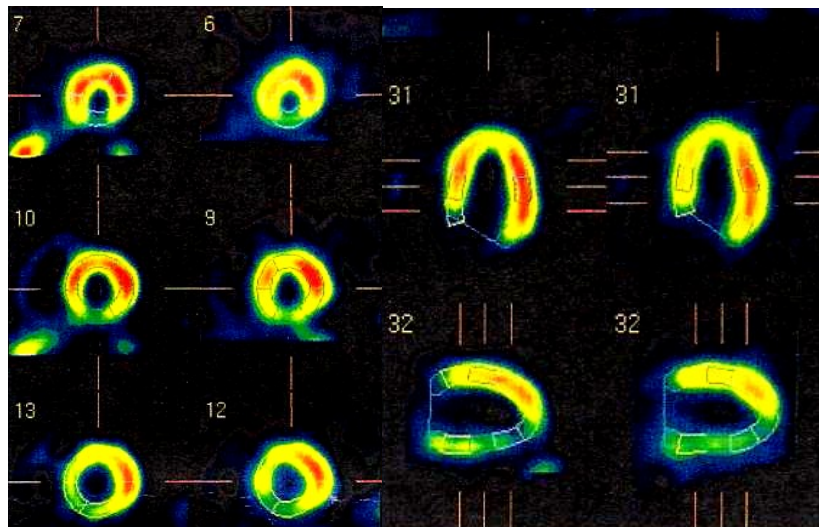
SPECT: Hinterwandischämie, im Herzkatheter Ausschluss einer obstruktiv wirksamen KHK
